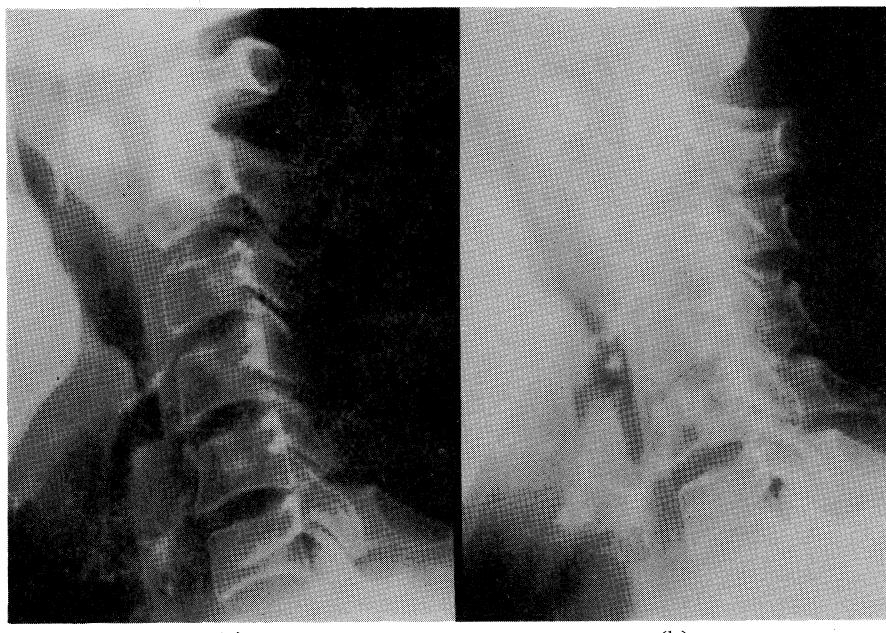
(a): A lateral radiograph taken in flexion on November, 1984, showing a marked slip of ADI measuring 11 millimetres.
